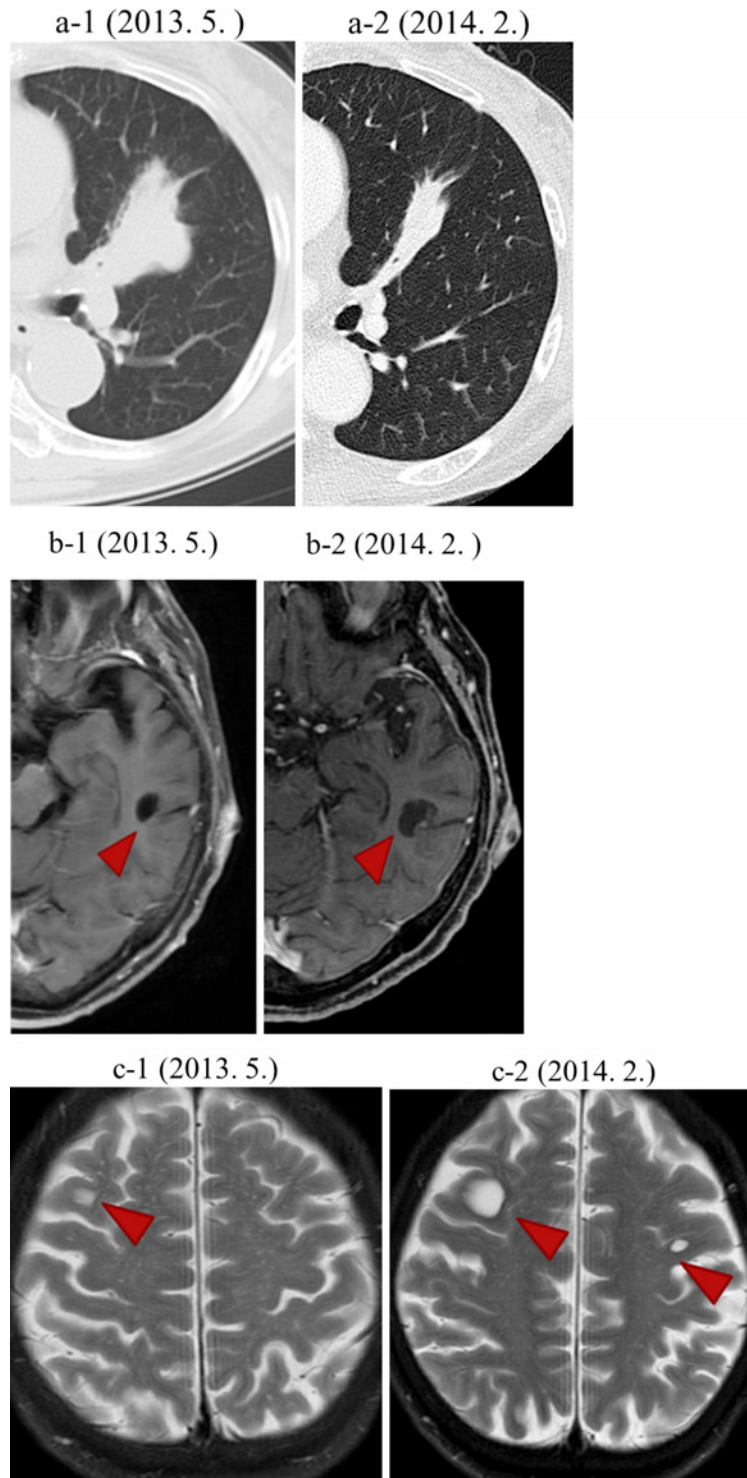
The CT and MRI findings: a (CT), b (MRI/T1 weighted image), c (MRI/T2 weighted image). 1. The images were taken at the time of the diagnosis (May 2013). The size of the primary lesion was 30 mm. Cystic lesions without contrast enhancement were found in the head. 2. The images were taken at the time of cranial biopsy (February 2014). The primary lesion was found to have shrunk to a size of 15 mm due to the effect of crizotinib; however, the cystic lesions in the brain had become enlarged and a new lesion was found.
